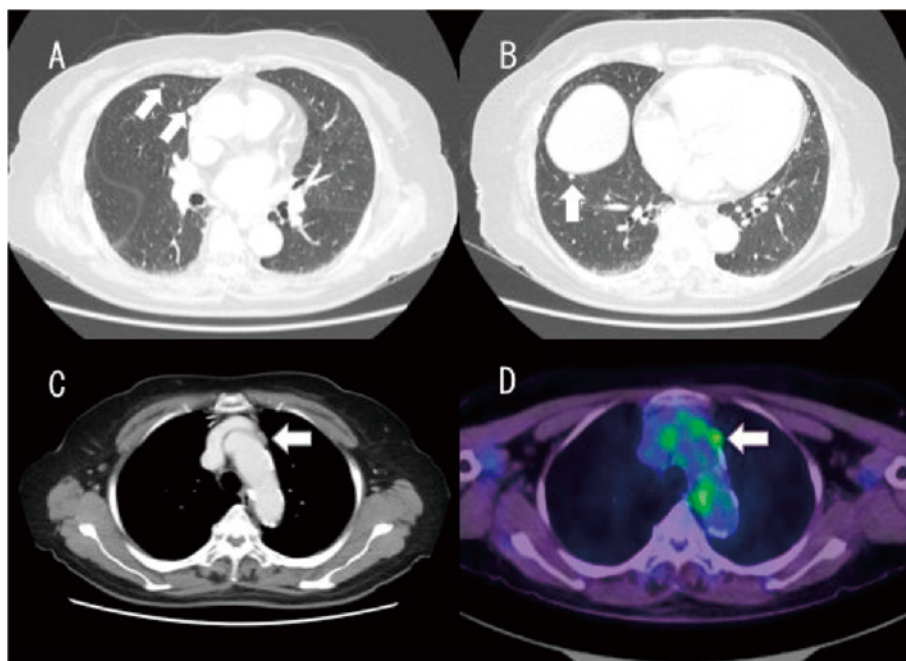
Chest CT and fluorodeoxyglucose-positron emission tomography (FDG-PET) performed three years after the initial surgery revealed lung and mediastinal lymph node metastases. Chest CT revealed two small nodules in the middle lobe (3A) and a small nodule in the bottom of lower lobe (3B). (3C) Chest CT revealed that there was no significant finding in the left upper mediastinal lymph nodes. (3D) FDG-PET showed uptake (SUV max=3.5) in the left upper mediastinal lymph node. There was no perceptible FDG uptake in the right lung nodules.
